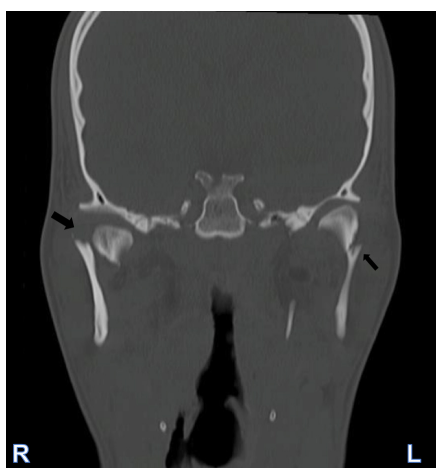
Corte coronal de tomografía helicoidal multicorte. Cóndilo derecho fractura completa desplazada en sentido medial y caudal con subluxación anterior de la misma con respecto a la cavidad temporal. Fractura completa en el cuello del cóndilo izquierdo con desplazamiento medial no obstante sin luxación con respecto a la cavidad temporal. (Ver flechas).
